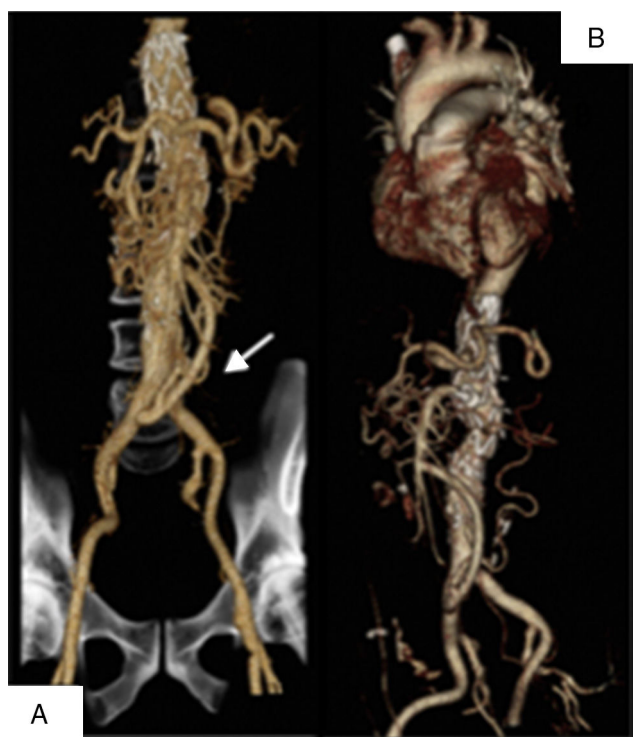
A y B) Las imágenes corresponden a la reconstrucción en 3D del angio-TC de control postoperatorio donde se observa el *bypass* desde la arteria iliaca común derecha a AMS y a *bypass* aorto-renal previo y la endoprótesis de aorta torácica Valiant Captivia®.
